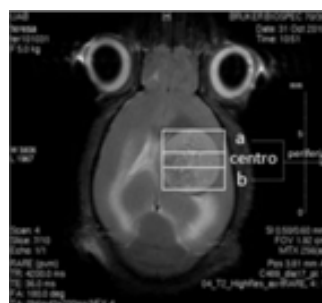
IRM ponderada en T₂ adquirida a 7T del corte coronal de un tumor GL261 a día 15 de evolución. El cuadrado indica las disecciones post sacrificio. a y b) zona con contribución predominante de “periferia”, c) zona con contribución mayor de “centro”.
